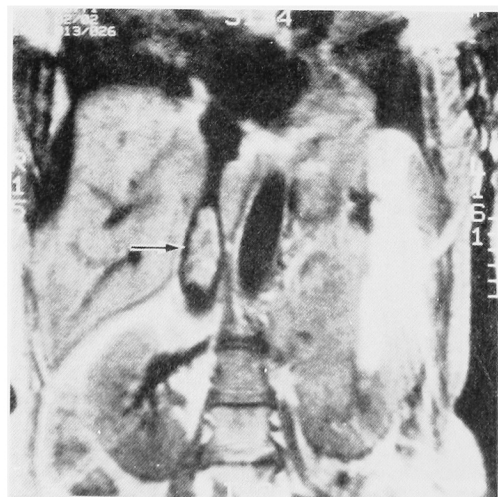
T1-weighted image of tumor thrombus from renal cell carcinoma in Vena Cava (arrow).
